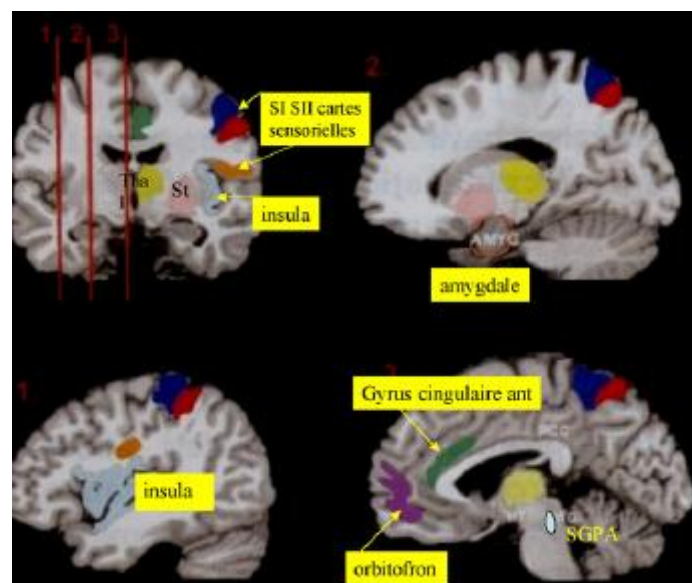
Aspect IRM des principales zones cérébrales impliquées dans l'analyse et le contrôle de la douleur (44)
